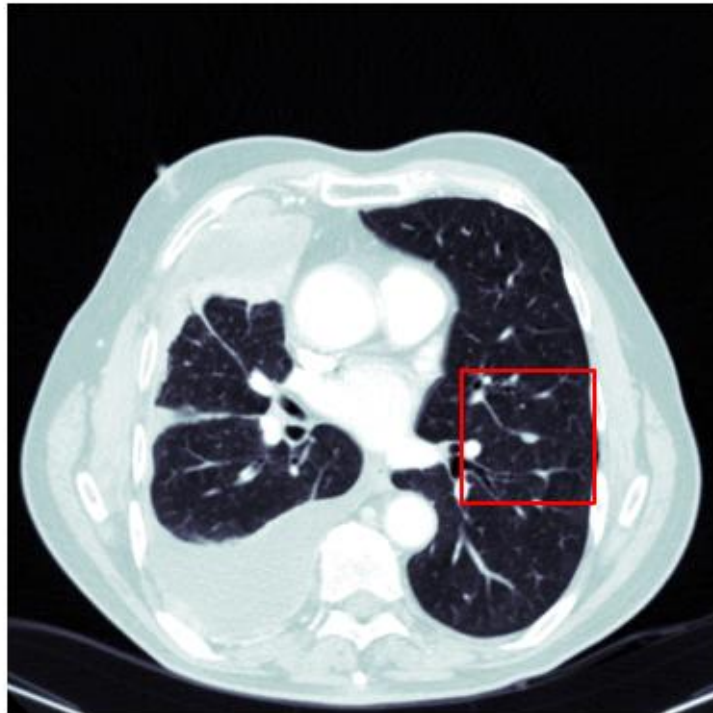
Beispiele für hochaufgelöste CT (High-resolution CT; HRCT) Trainingsbilder (links) und Niedrigdosis CT (Low-Dose CT; LDCT) Versorgungsbilder (rechts) der Lunge. Besonders in Flächen mit konstanten Grauwerten ist zu erkennen, dass der Rauschlevel bei LDCT deutlich erhöht ist. Dies erschwert die Differenzierung zwischen statistischem Rauschen und kleinen Gefäßen, bzw. Nodulen innerhalb der Lunge.
